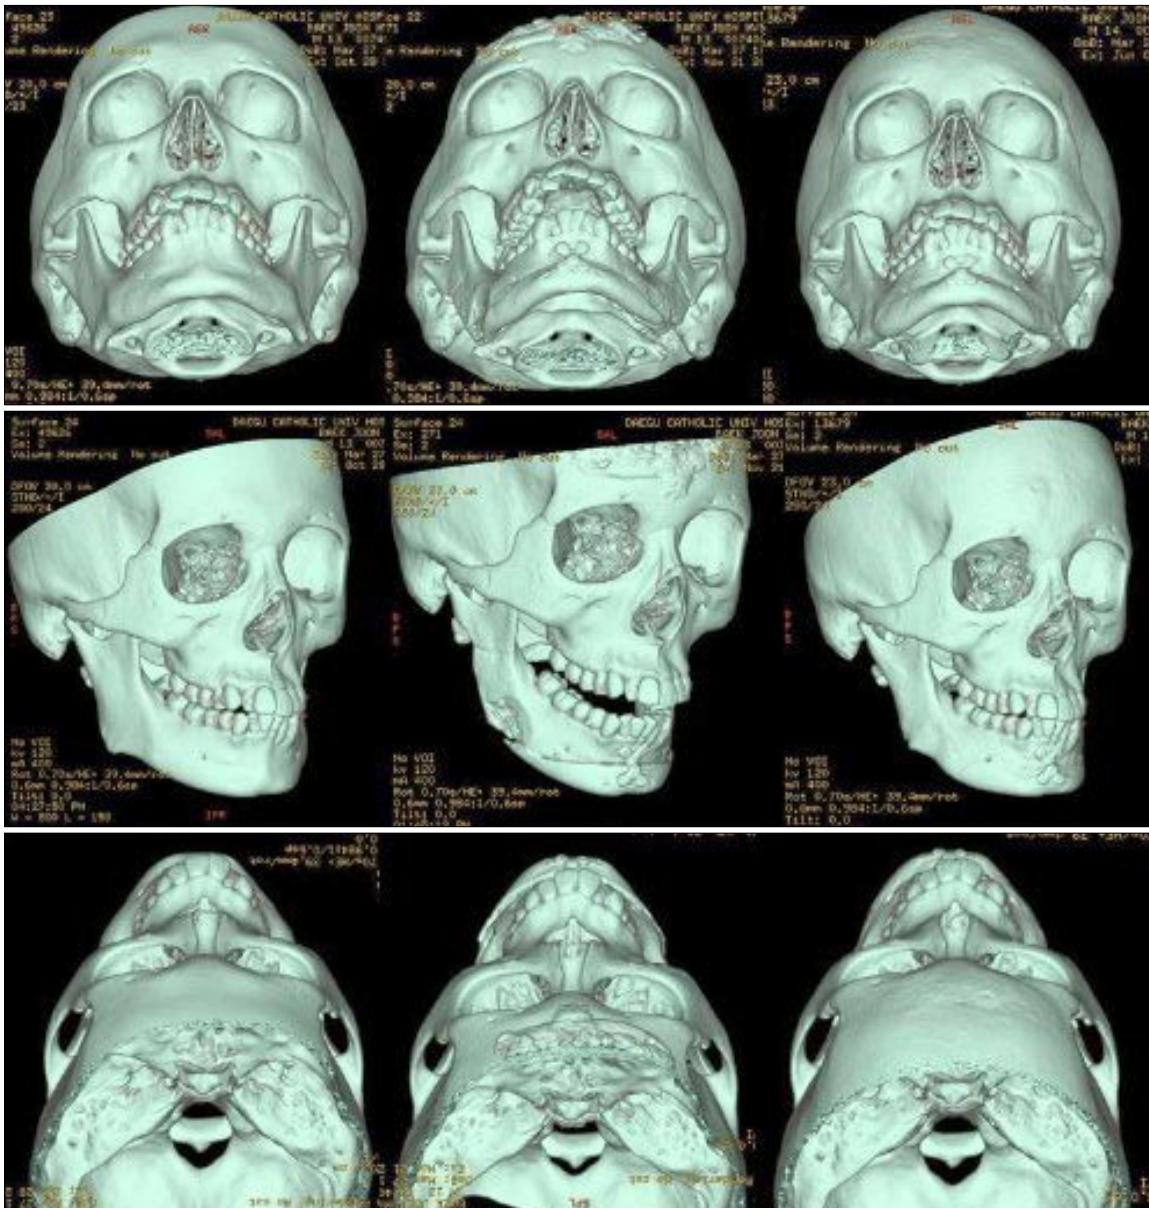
Case 1. A 3-dimentional computed tomography (Left) Preoperative view. (Center) Immediate postoperative view. (Right) 7 months postoperative view.
